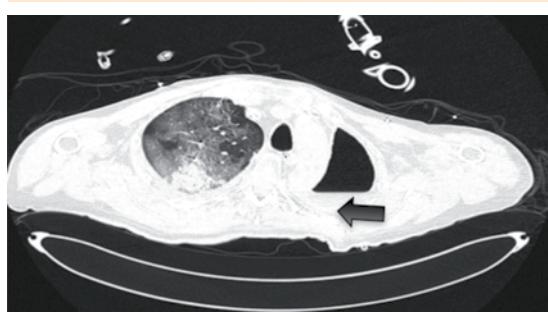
Tomografía computada en donde se observa área de neumonectomía de pulmón izquierdo con empiema secundario (flecha).
